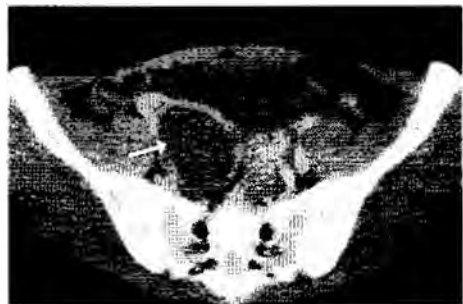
Спиральная компьютерная томограмма кисты правого яичника. Стрелкой указано тонкостенное жидкостное образование.
